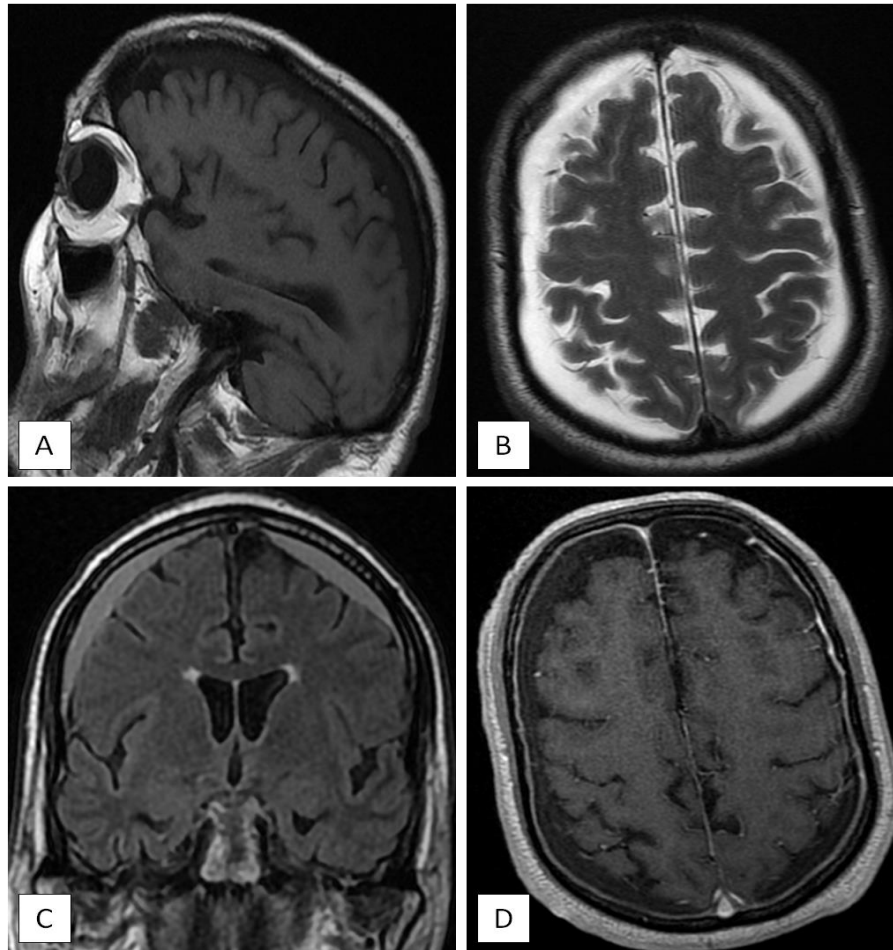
L'IRM montre la présence de 2 collections sous dures fronto-parièto-occipitales bilatérales sans effet de masse sur les sillons corticaux, en hyposignal T1 (coupe sagittale : A), hypersignal T2 (coupe axiale : B) et FLAIR (coupe coronale : C), ne prenant pas le contraste après injection de gadolinium (coupe axiale : D), sans restriction de la diffusion.
